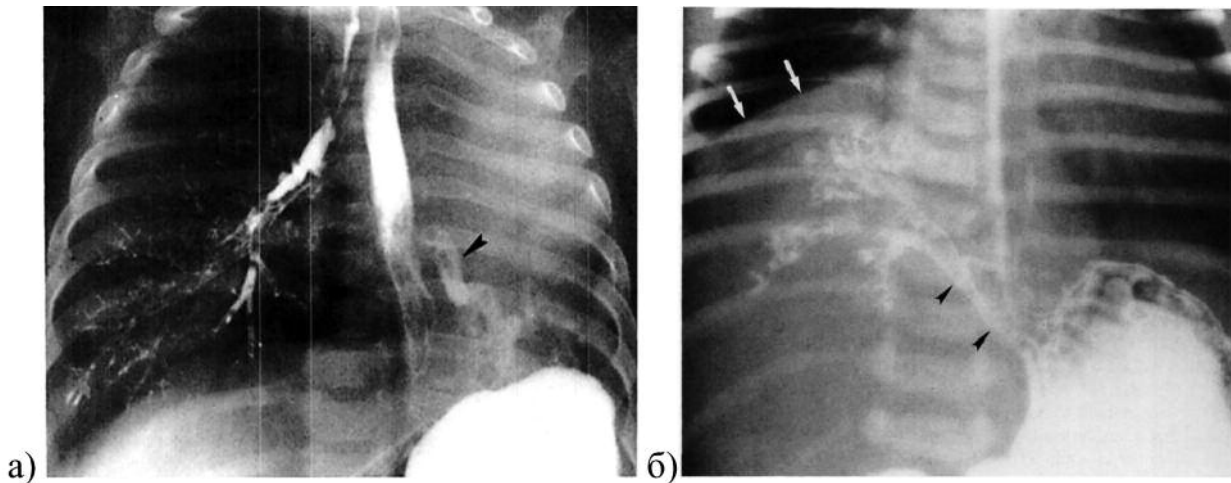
Обзорная рентгенограмма ОГК с одновременным контрастированием пищевода и трахеи (а) – левый главный бронх (стрелка) отходит от пищевода, а не от трахеи. Контрастирование пищевода и желудка (б) – аномальный бронх, идущий от дна желудка (черные стрелки) к участку легочной секвестрации в нижнем правом гемитораксе (белые стрелки) [Dr. Armando R. Amoedo, Brazil., AJR:146, February 1986]
